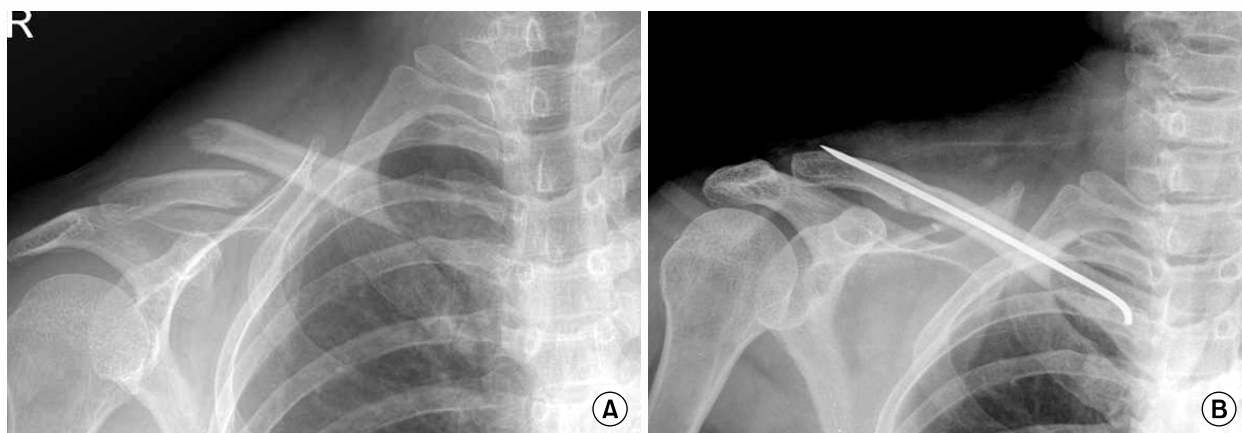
(A) and (B) are preoperative radiograph and postoperative radiograph in percutaneous reduction by towel clip and intramedullary fixation with Steinmann pin.
